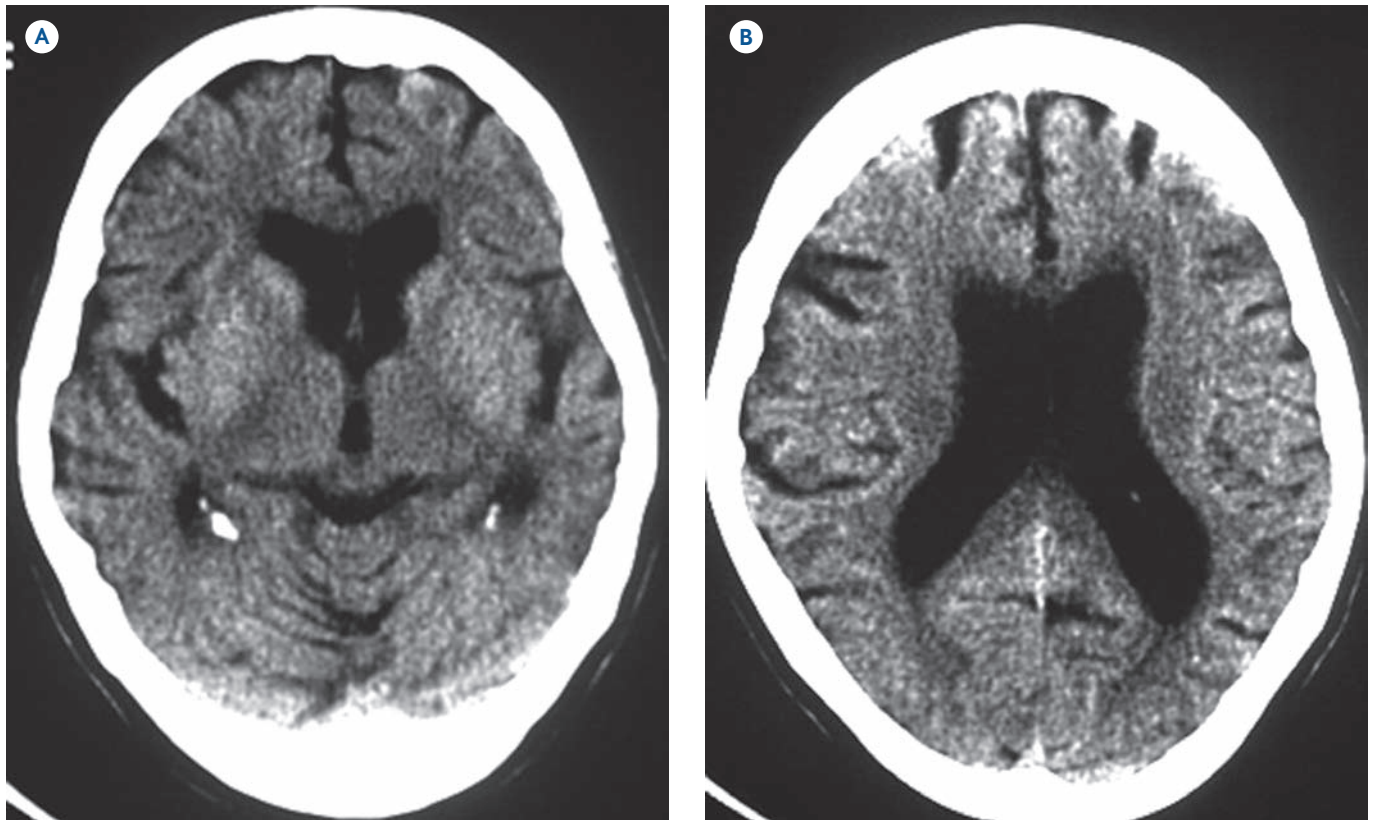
Enfermedad de Alzheimer. Paciente femenino de 63 años. Trastornos en la memoria reciente. No reconoce a sus familiares. Afasia y agnosia. Ensanchamiento del espacio subaracnoideo y del sistema ventricular. A) TC axial simple y B) con moderados cambios de aspecto degenerativo en el cerebro, compatibles con atrofia.
